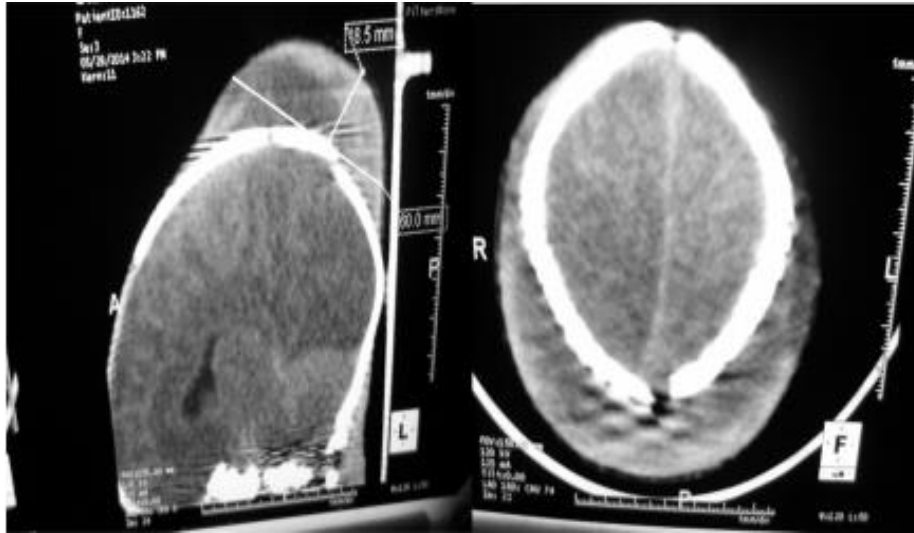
TDM montrant un hématome sous-galéal de 6 cm de diamètre antéro-postérieur et 1,85cm d'épaisseur, associé à un oedème cérébral quasi-diffus, sustentoriél.[42]
